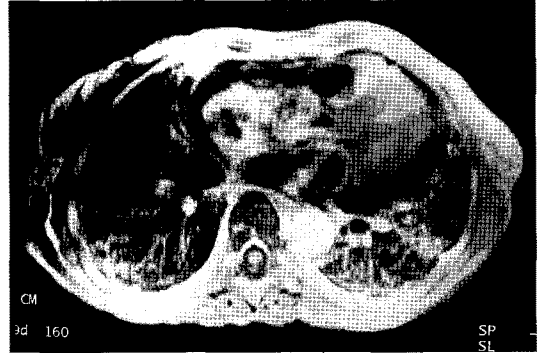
Cardiac MRI(T2 weighted image) shows circumferential irregular wall thickening at the junction of right atrium and superior vena cava suggesting pericardial invasion at the right atrium and superior vena cava of PEH and pericardial hemorrhage.
